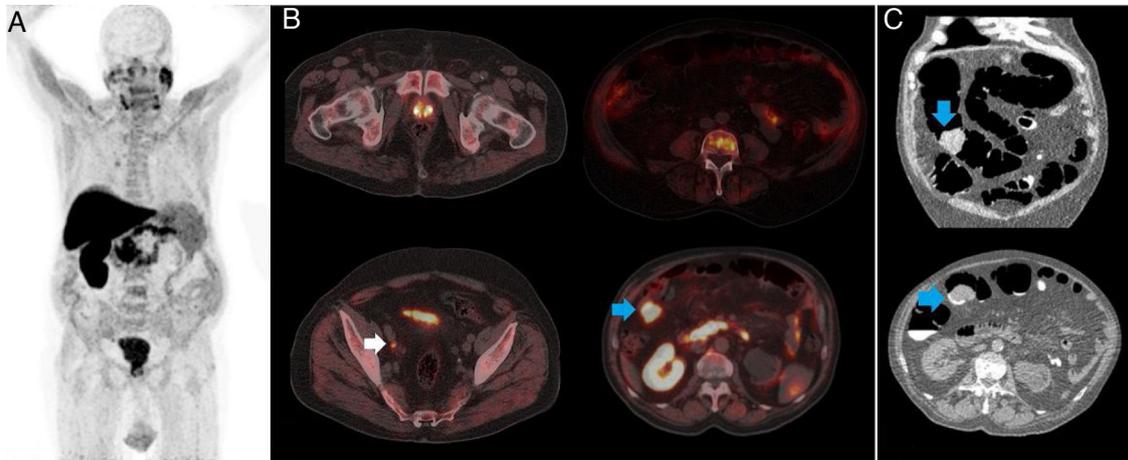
A) 18F-Colina, proyección de máxima intensidad (MIP, por sus siglas en inglés), B) cortes axiales de las imágenes de fusión PET/TC de la lesión prostática, las adenopatías hipermetabólicas, la infiltración ósea, así como del tumor colónico y C) confirmándose la malignidad de este último mediante la toma de biopsia por colonoscopia virtual.
